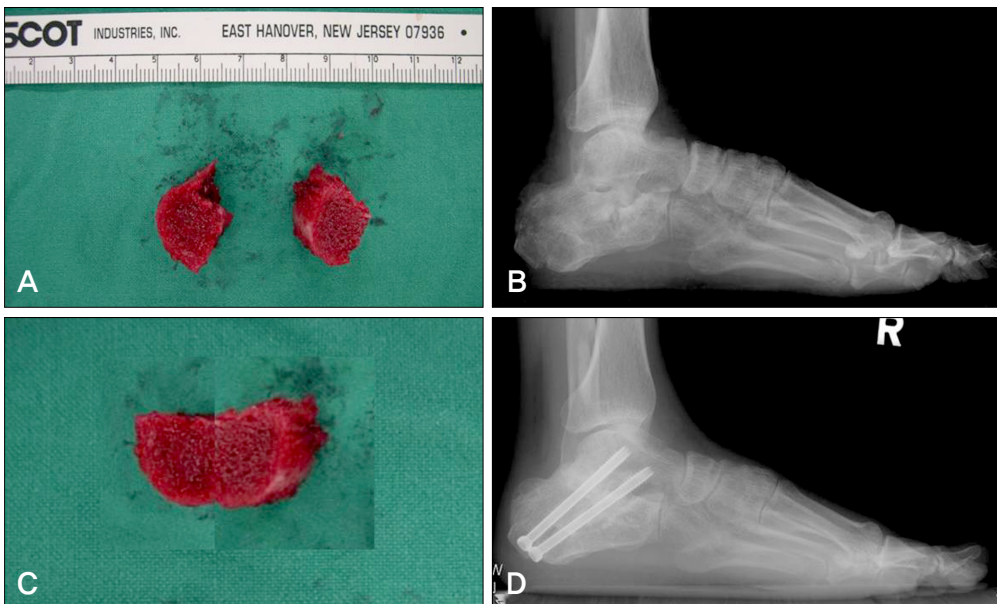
(A) Harvesting and preparation of two different sized bone blocks. (B) Two bone block is better to correct varus deformity and increase stability of fusion site. (C) Preoperative lateral radiograph of malunited calcaneus. (D) Postoperative lateral radiograph of subtalar distraction arthrodesis.
